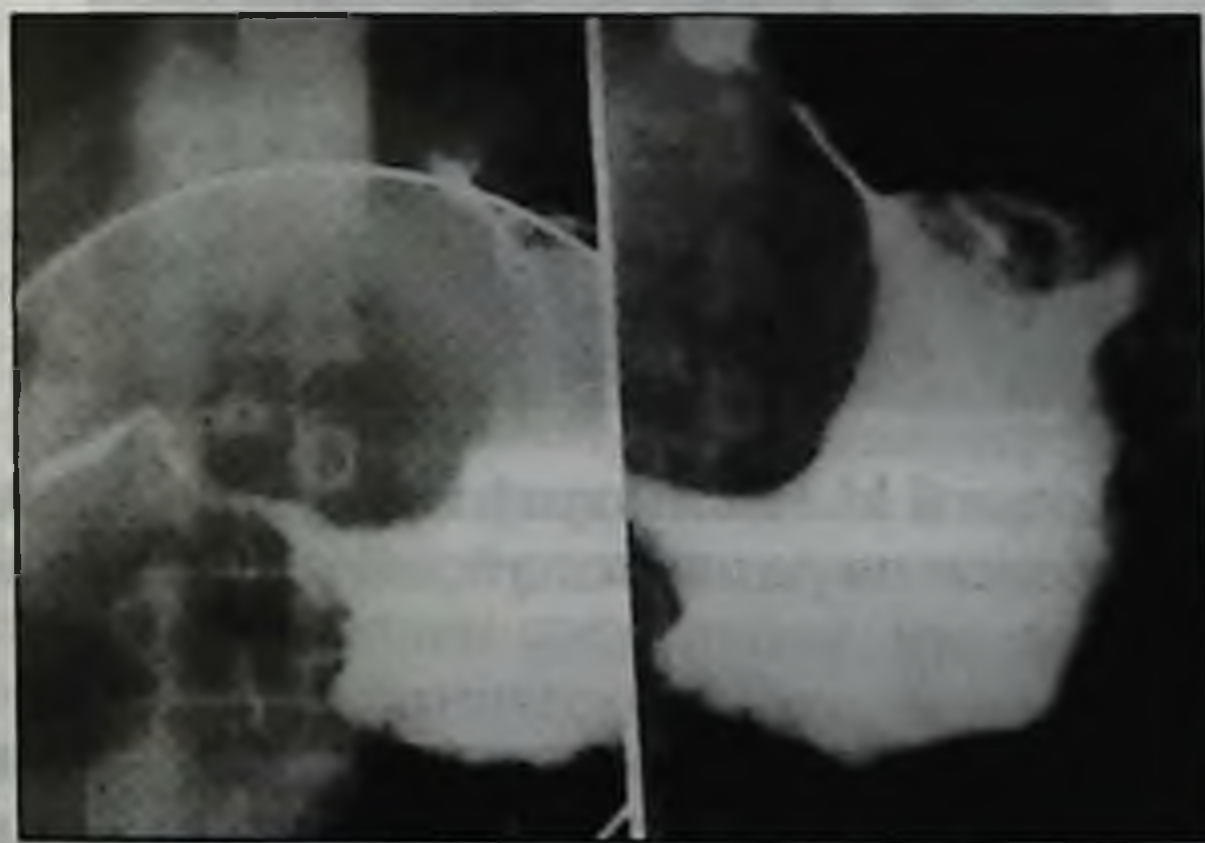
(а). Больной М. Рентгенография желудка до операции (бариевая взвесь).
